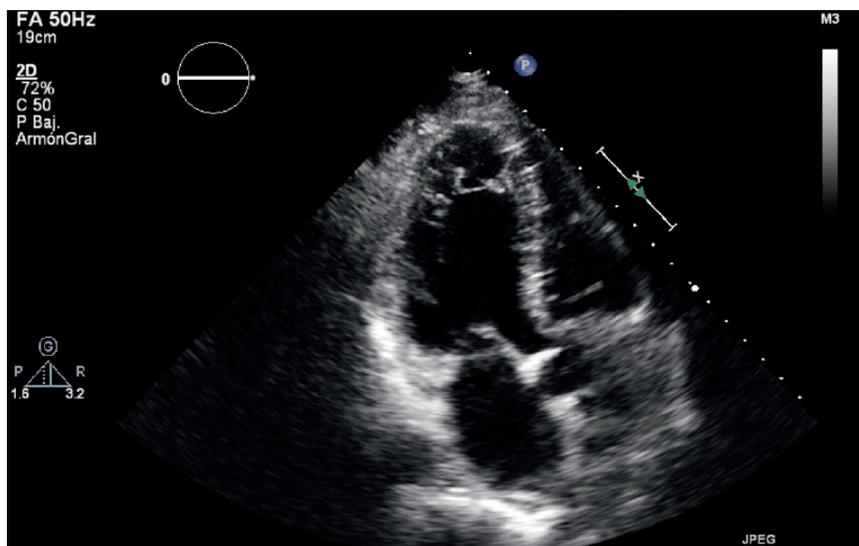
Ecocardiograma transtorácico, proyección 3 cámaras en que se observan hipertrabeculación lateral apical
